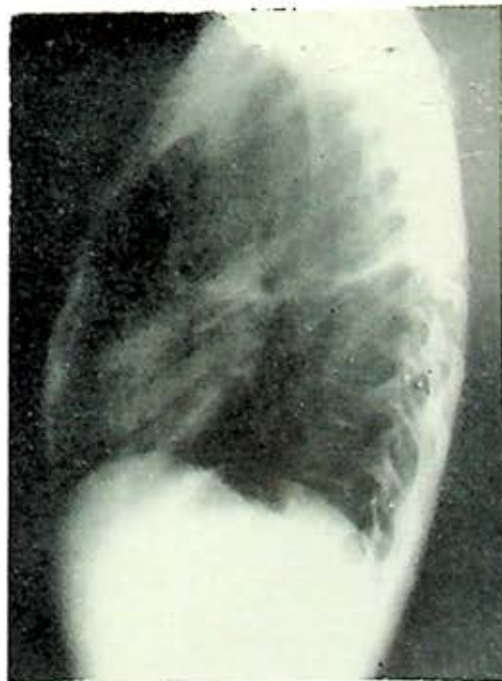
Radiografía lateral izquierda del mismo caso J.
